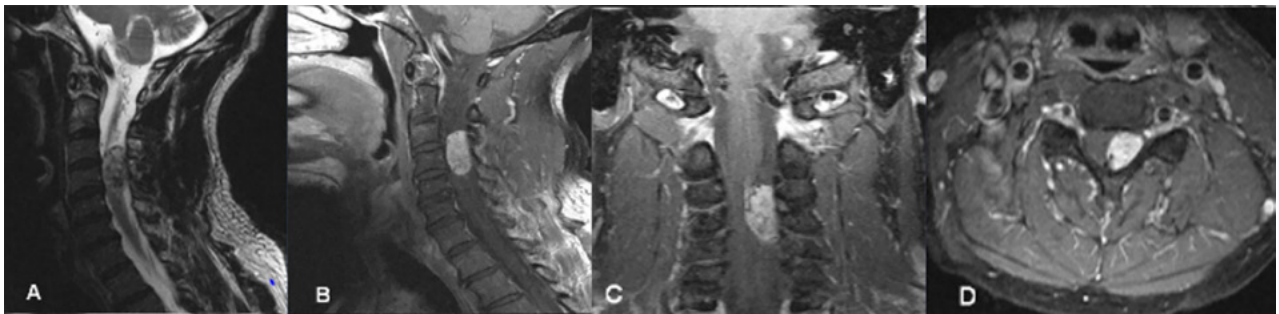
Caso 1. RMN: T2 sagital (A) y T1 con contraste sagital (B) coronal (C) y axial (D) que evidencia lesión nodular intradural extramedular C3-C4 a izquierda, con realce homogéneo post contraste que desplaza y comprime la médula en sentido lateral.
